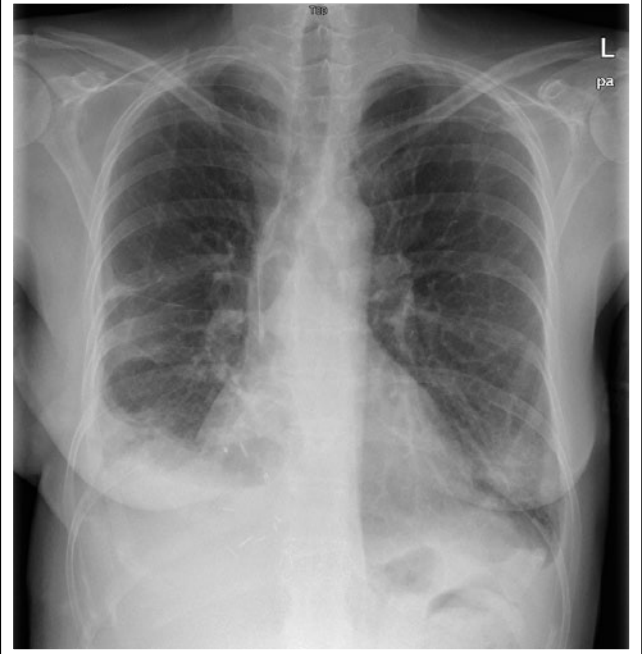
Postoperative Röntgenübersicht im Stehen: Ausgedehnte Lunge beidseits mit kleinem Randwinkelerguss rechts
